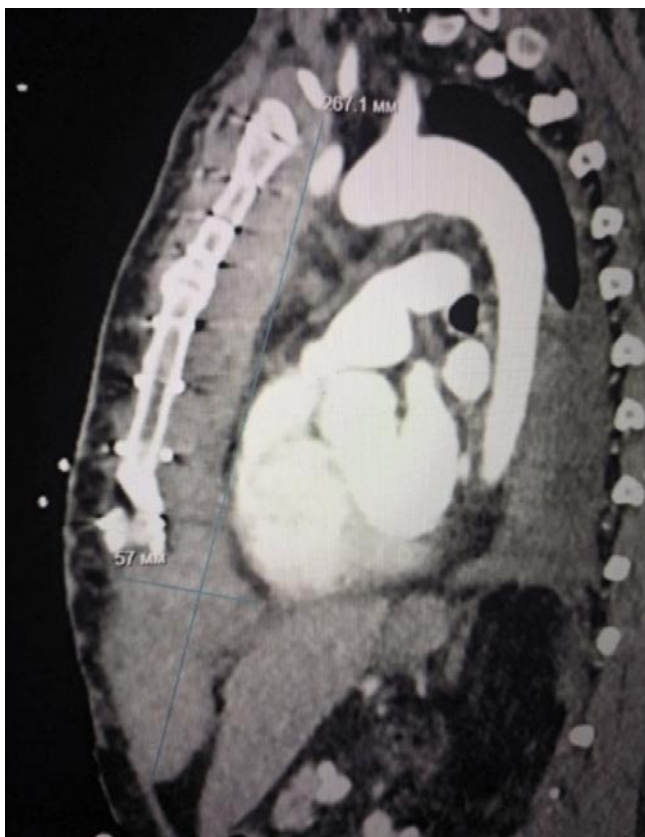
МСКТ грудной клетки с наличием распространенной гематомы ретростерального пространства переднего средостения.
